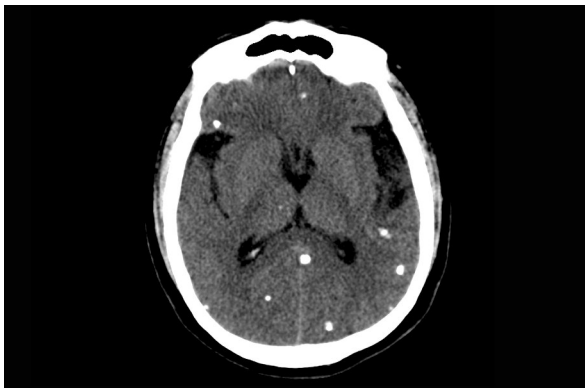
TC que muestra múltiples calcificaciones en paciente con estadio nodular calcificado de NCC
